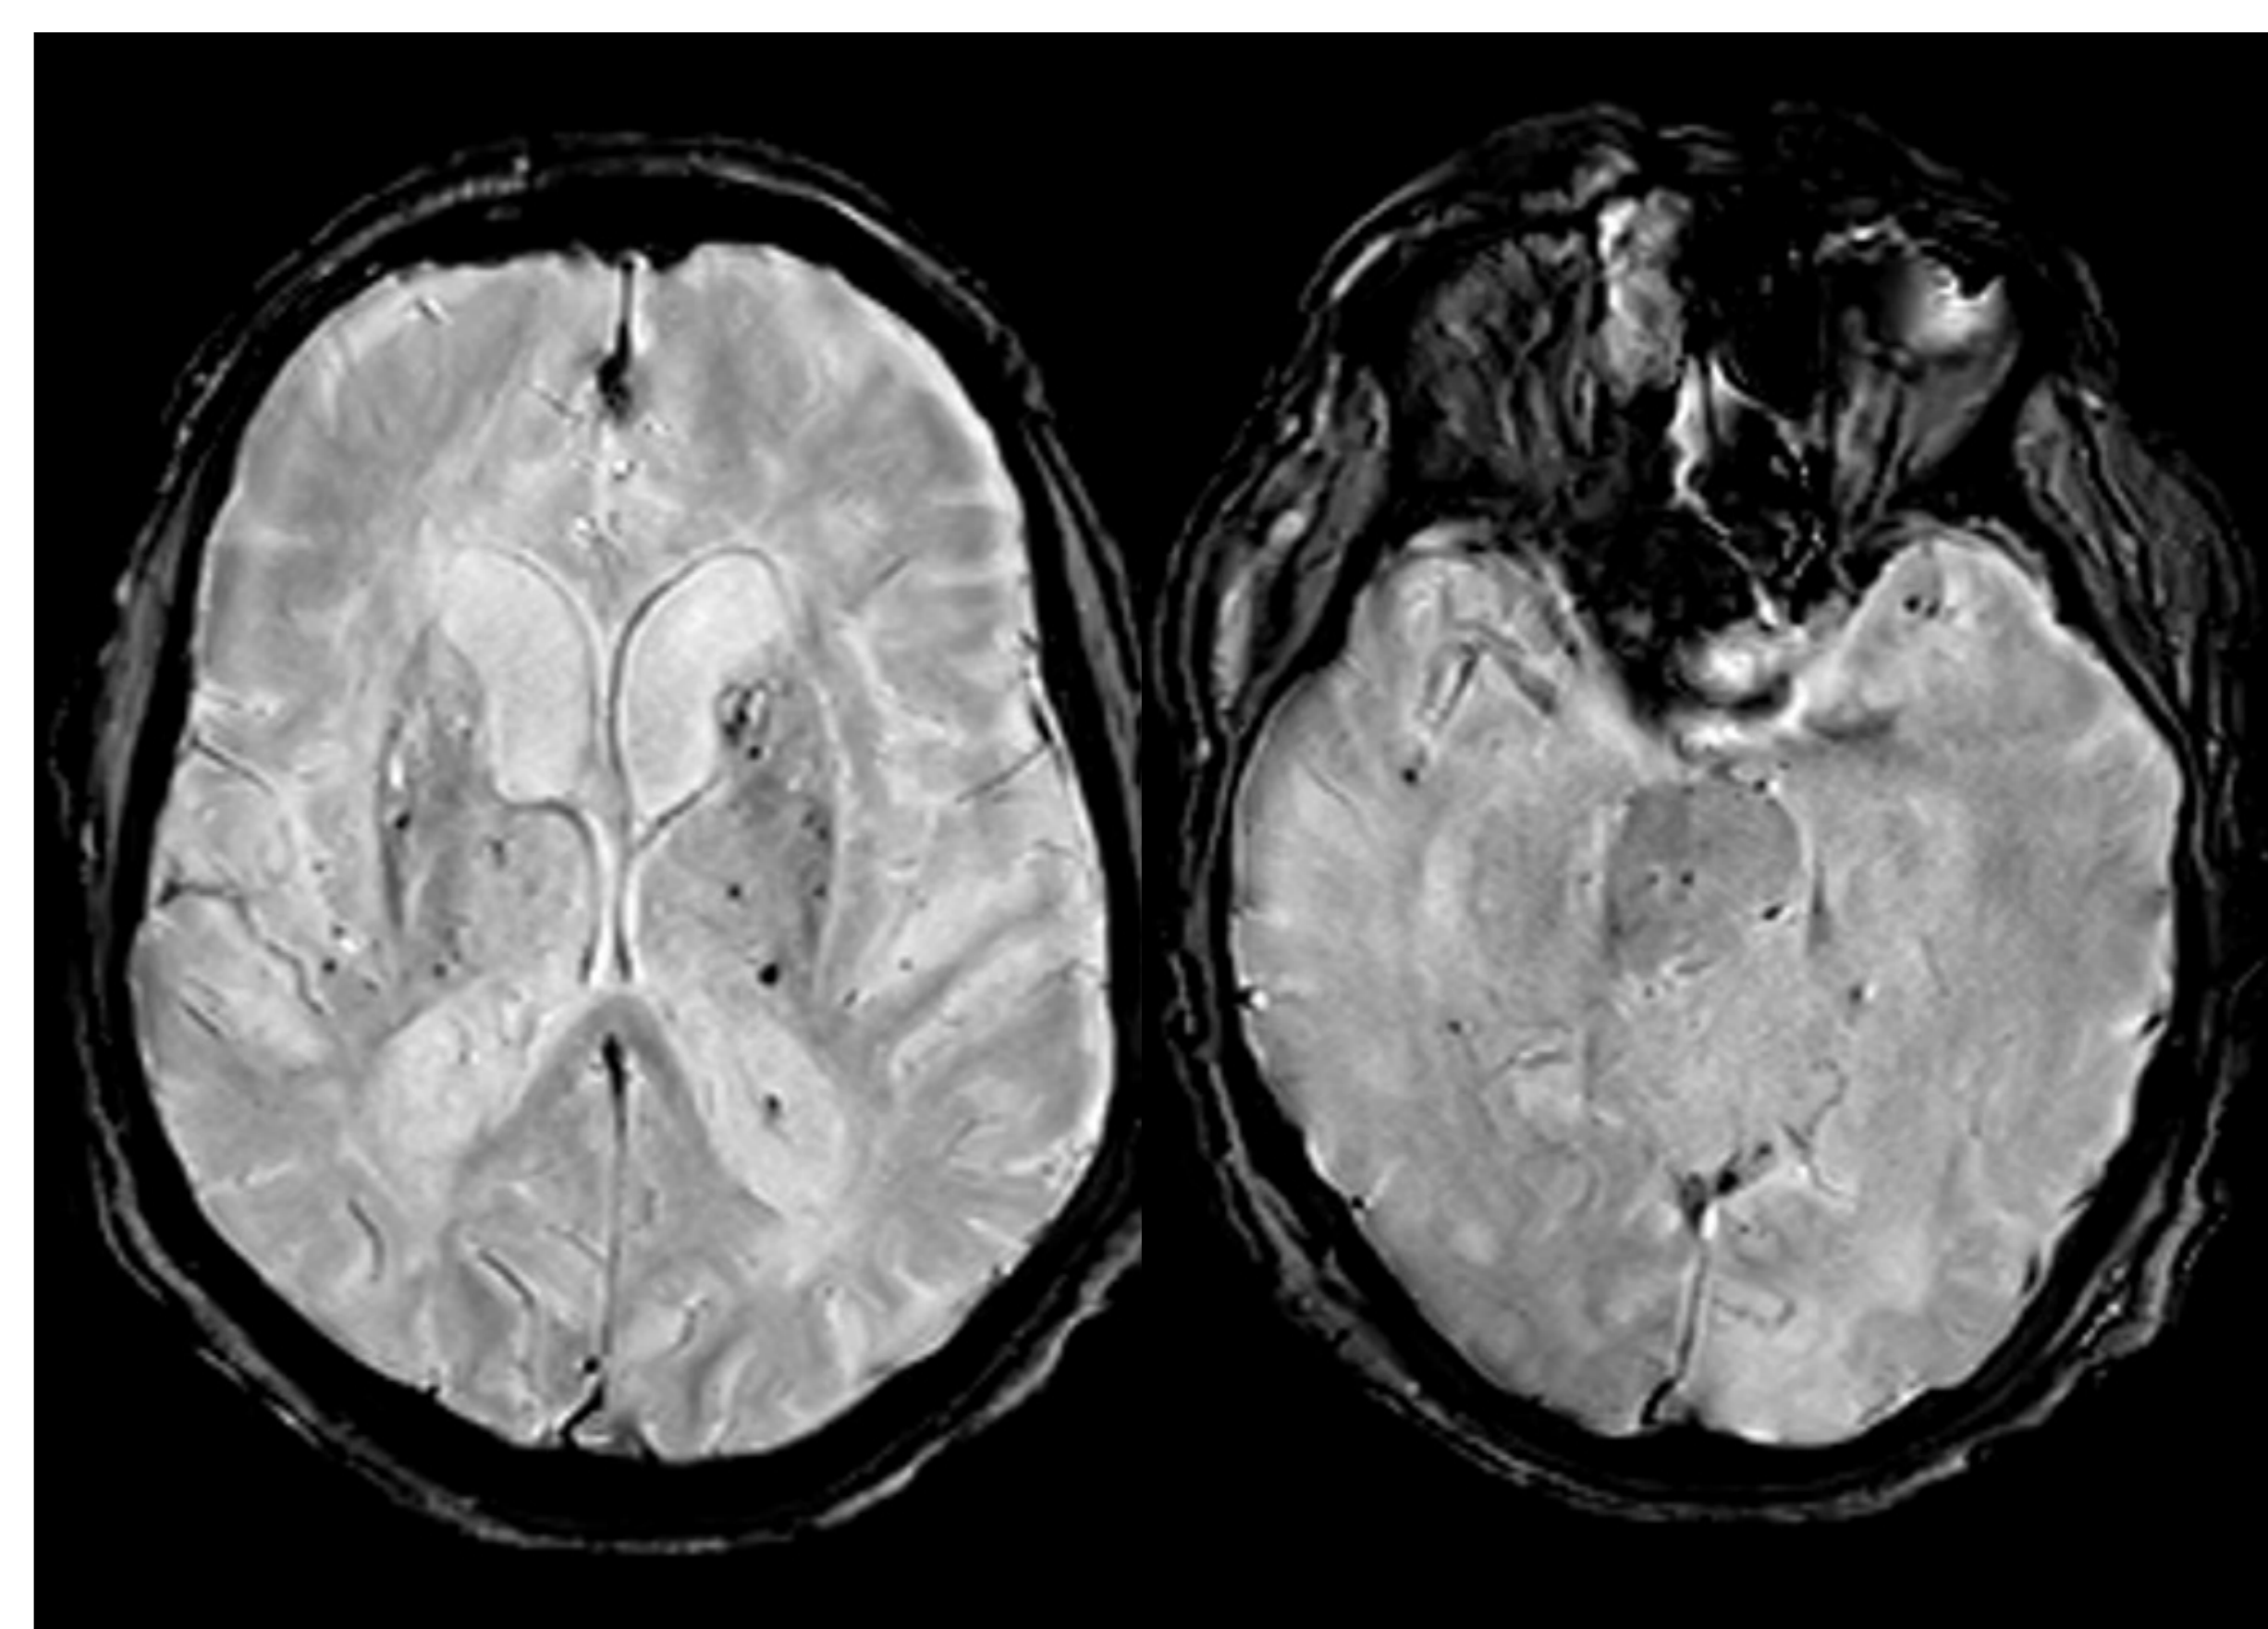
RM T2* dónde se observan microhemorragias en localizaciones profundas (tálamos y protuberancia).
